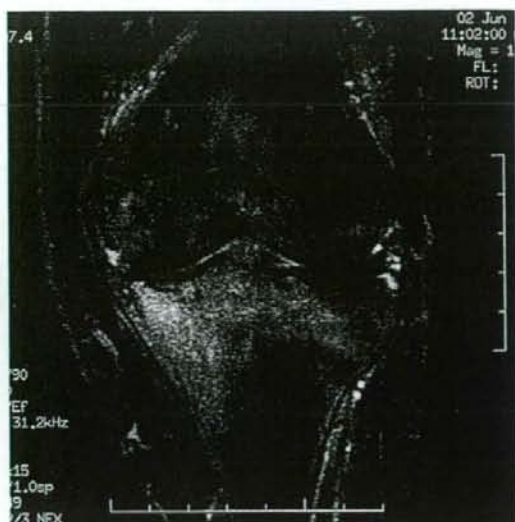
脛骨顆部脆弱性骨折のMRI所見 症例は74歳女性で、軽い踏み込み動作をきっかけに、左脛骨内側顆部を中心に強い疼痛が生じた。単純X線所見には異常を認めず、MRI（脂肪抑制T2強調冠状断像）で、脛骨内側関節面の軟骨下骨皮質の不整像と、周囲の骨髓内高信号領域が認められた。以上の所見とその後の経過から、脛骨顆部脆弱性骨折（insufficiency fracture of the proximal tibia）と診断した。
